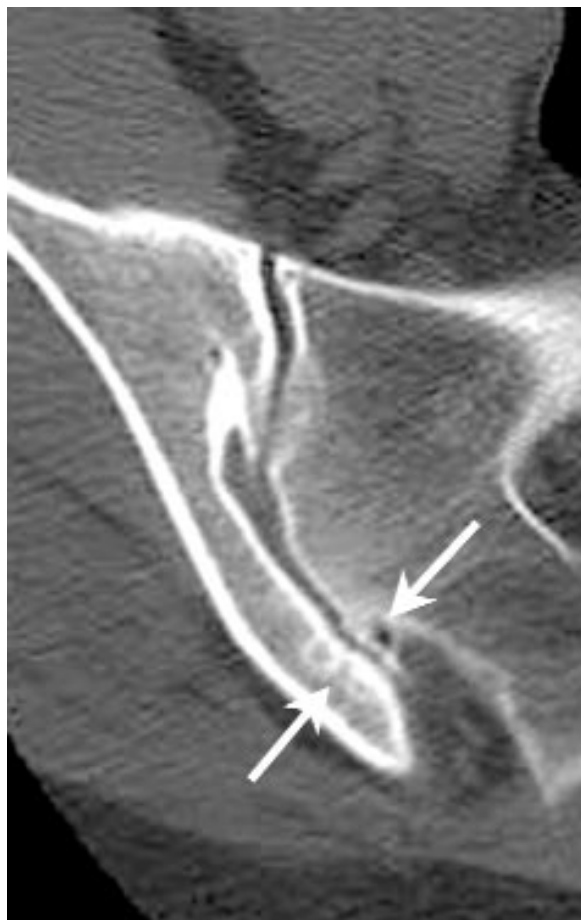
Visualisation sur une coupe TDM transverse d'une articulation sacro-iliaque accessoire (flèches), dont les surfaces sont naturellement irrégulières.
